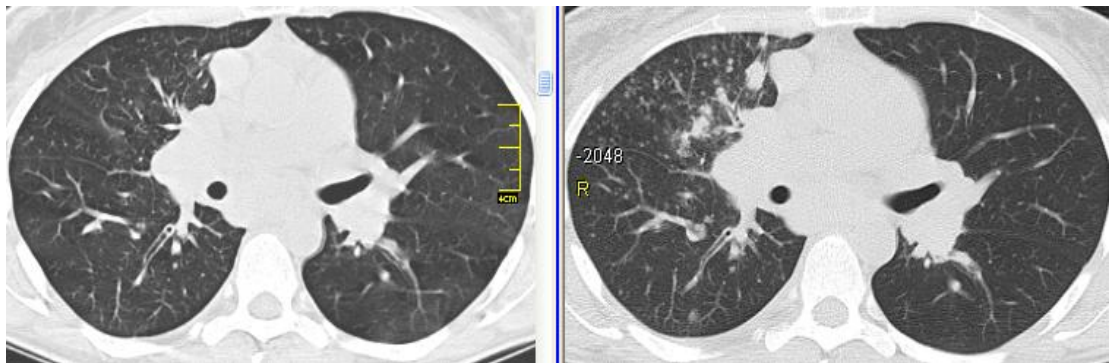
КТ хворої П.: (зліва – вихідні дані, справа – через 3 міс спостереження). Прогресування саркоїдозу: збільшення вузликової дисемінації з появою вузлів в S_{4,5} правої легені.
